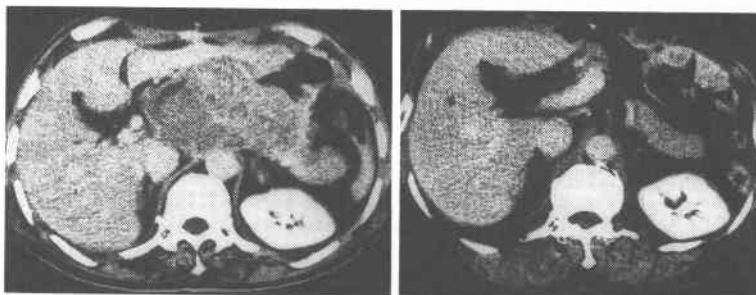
Abdominal CT: Intraabdominal mass presented before the operation (Left) disappeared 10 months after the administration of VCAP (Right).
